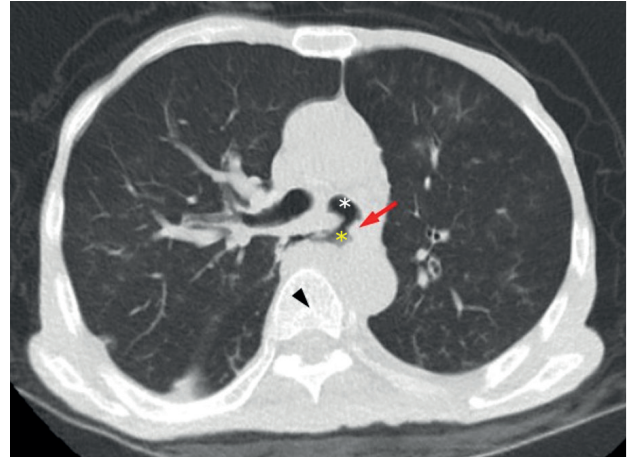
Computed tomography image of the patient. Red arrow shows tracheoesophageal fistula. Black arrow is on the fourth thoracic vertebra. White asterisk is on right trachea. Yellow asterisk is on esophagus.
